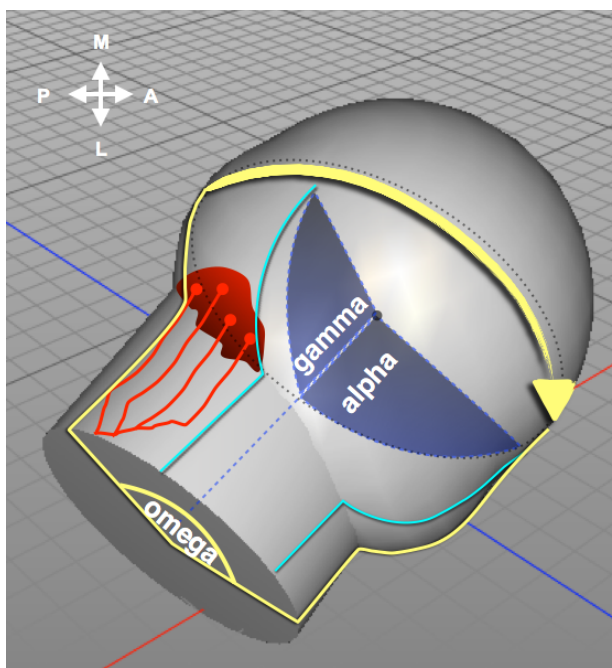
O ângulo ómega (Ω) mede a extensão radial da deformidade na cabeça do fêmur, tem uma orientação espacial perpendicular aos ângulos gama (γ) e alfa (α). A sua localização e extensão podem ser determinadas nas RMN clínicas com sequências radiais. P – posterior; A – anterior; M – medial; L – lateral.
